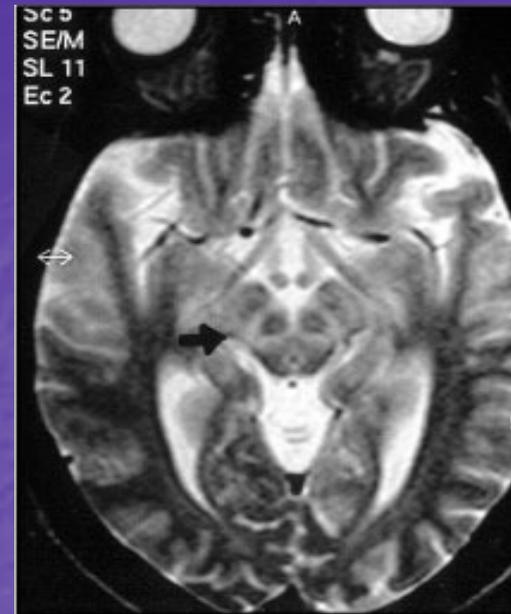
RM ponderada em T2, em secção axial, revela a "face do panda gigante" no mesencéfalo (seta).
